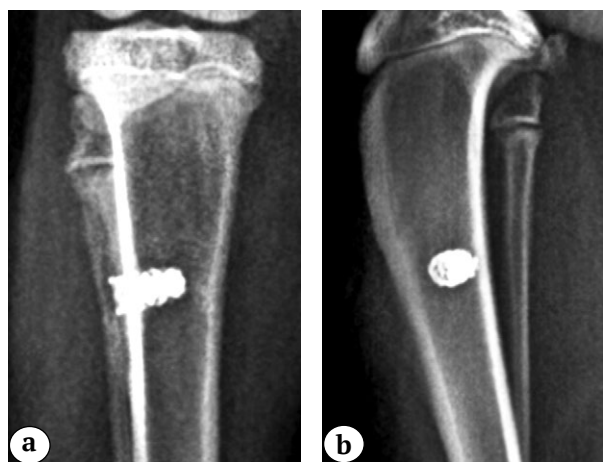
(a, b). Рентгенограммы проксимального отдела бедренной кости кроликов через 4 нед. после имплантации 3D-имплантатов:
